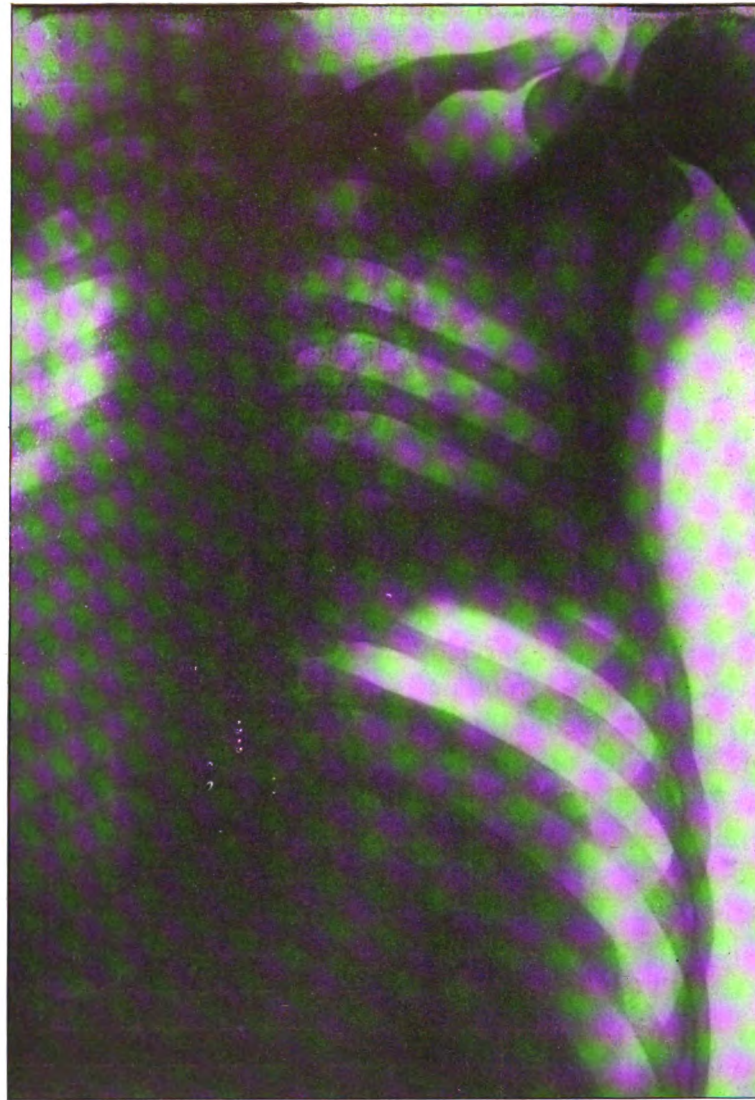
Radiographie d'un abcès sous-phrénique presque exclusivement gazeux. On distingue nettement la poche gazeuse sous-phrénique droite remontant le diaphragme jusqu'au-dessus du niveau de l'angle inférieur de l'omoplate et refoulant en bas et à gauche le lobe droit du foie.
